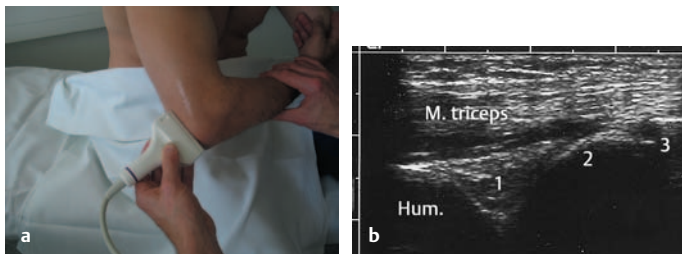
u. b Sonographie des Ellenbogens: Dorsaler Längsschnitt.
